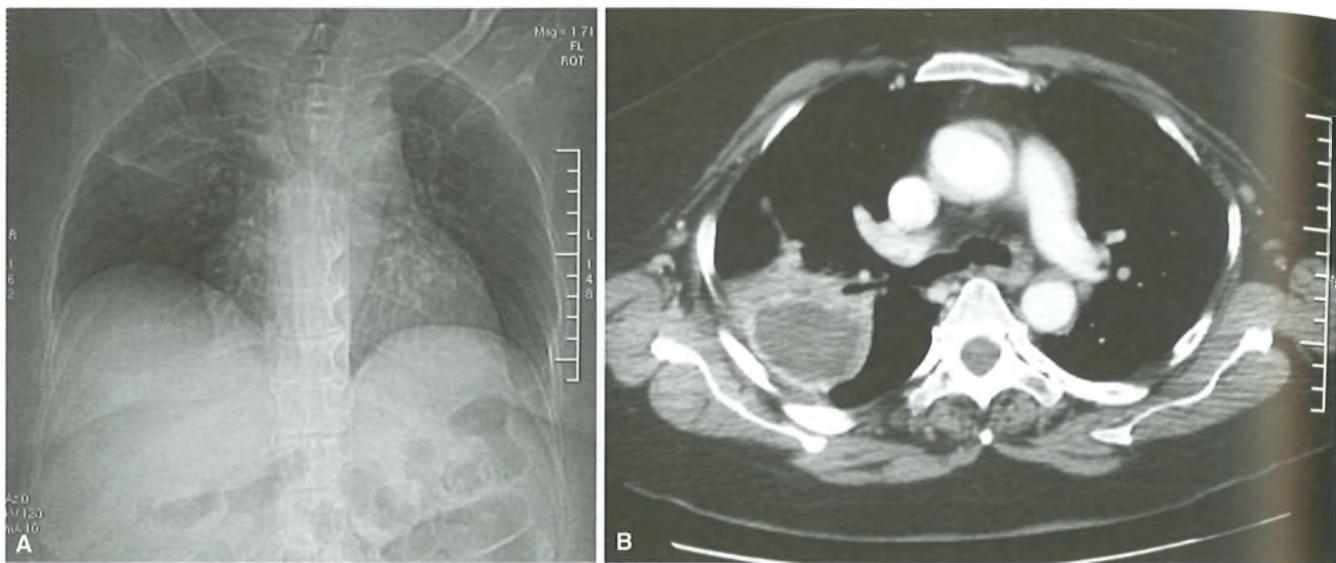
Ascesso polmonare a carico del lobo superiore destro: A) esame radiografico; B) TAC.
